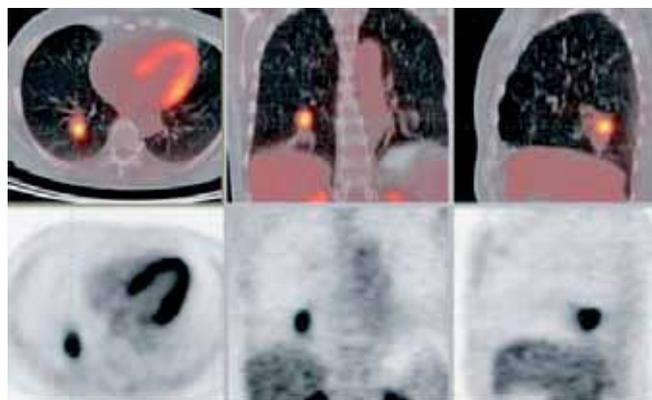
Caracterización de nódulo pulmonar derecho no filiado. Tomografía por emisión de positrones-tomografía computarizada: lesión nodular indicativa de neoplasia en el segmento X derecho.
